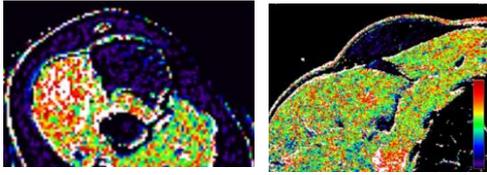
上腕筋肉内脂肪腫と肩線維脂肪腫の症例。通常のMRIでは鑑別に困難する所見であるが、ECRIでは皮下の脂肪腫と同様の所見を呈する。
